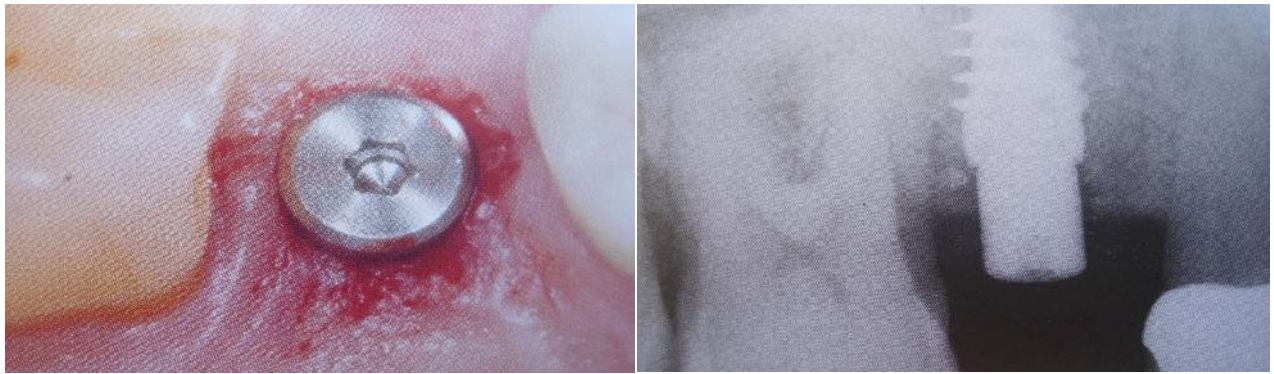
implant posé avec sans pilier de cicatrisation et radiographie postopératoire.
